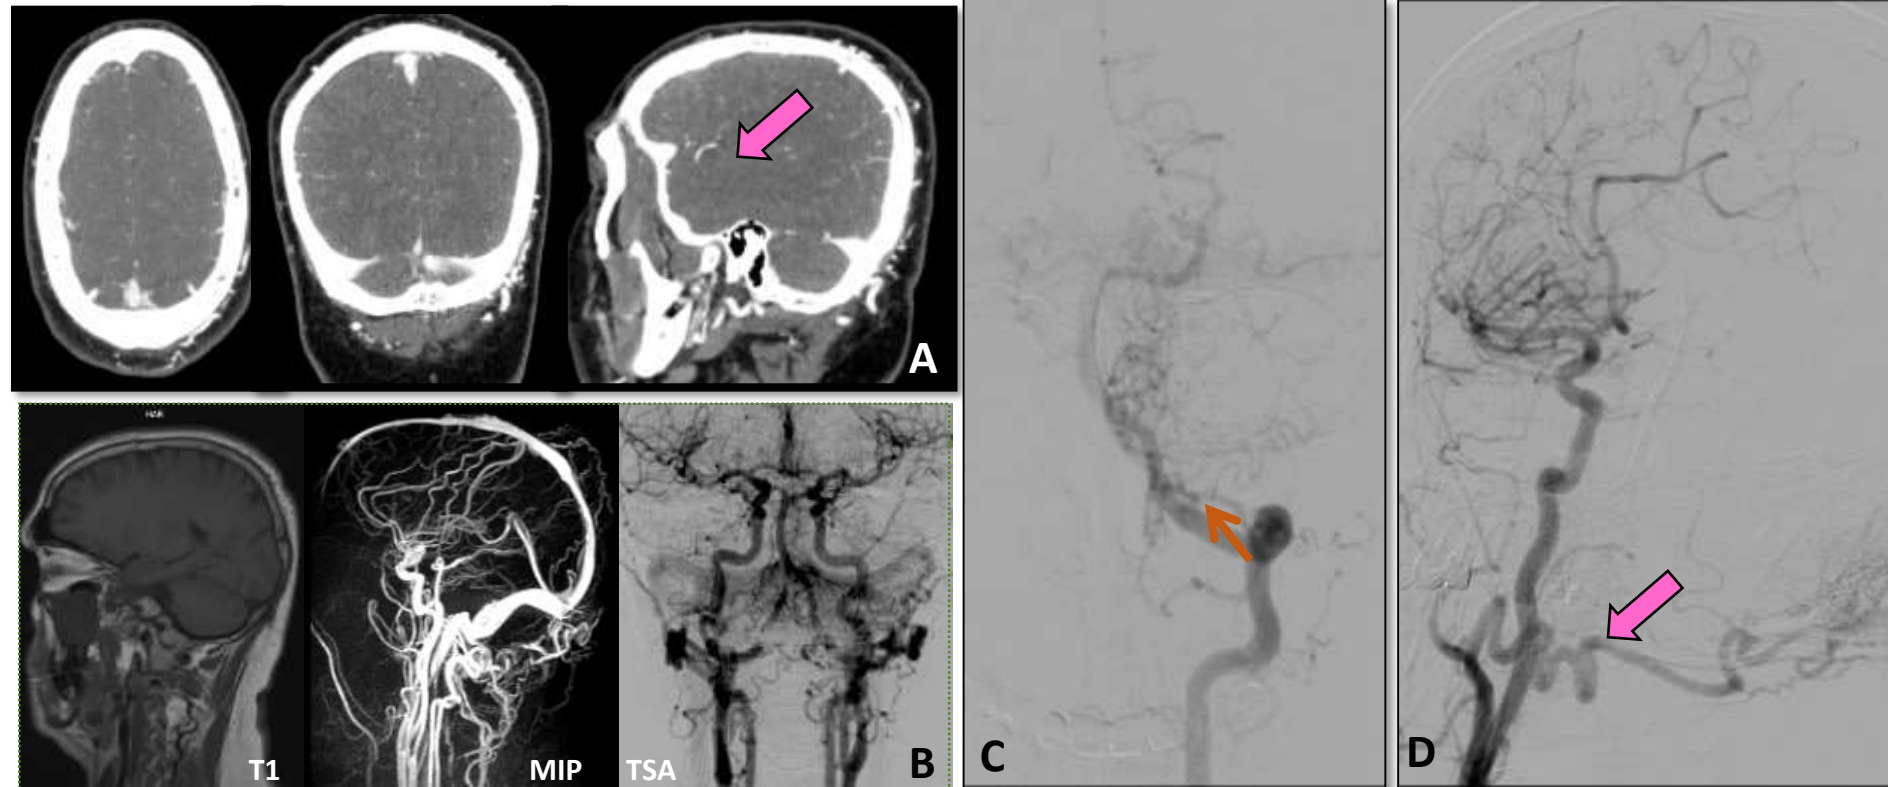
Varón de 68 años con cefalea occipital diaria y soplo craneal bilateral prominente. A y B) Si bien la CTA y la RM no mostraron hallazgos significativos, la revisión retrospectiva reveló signos sutiles como congestión venosa (flechas gruesas). C y D) Posteriormente, la angiografía cerebral reveló una fístula arteriovenosa dural occipital (flecha delgada), clasificada como Borden I/Cognard IIa, que presenta drenaje anterógrado con reflujo en el tercio posterior del seno sagital superior. Los aferentes arteriales incluían las arterias occipitales, ramas frontales y parietales de ambas arterias temporales superficiales y ramas colaterales cervicales del segmento vertebral V2.
